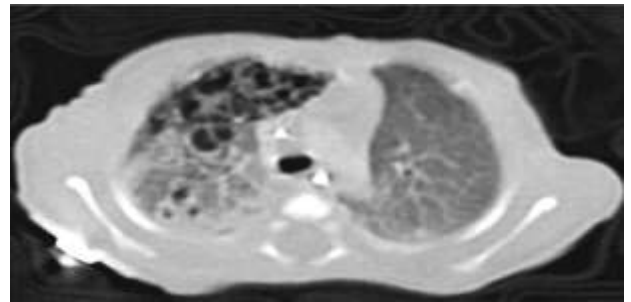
TAC de tórax que muestra masas quísticas compatibles con enfermedad adenomatoideaquística
